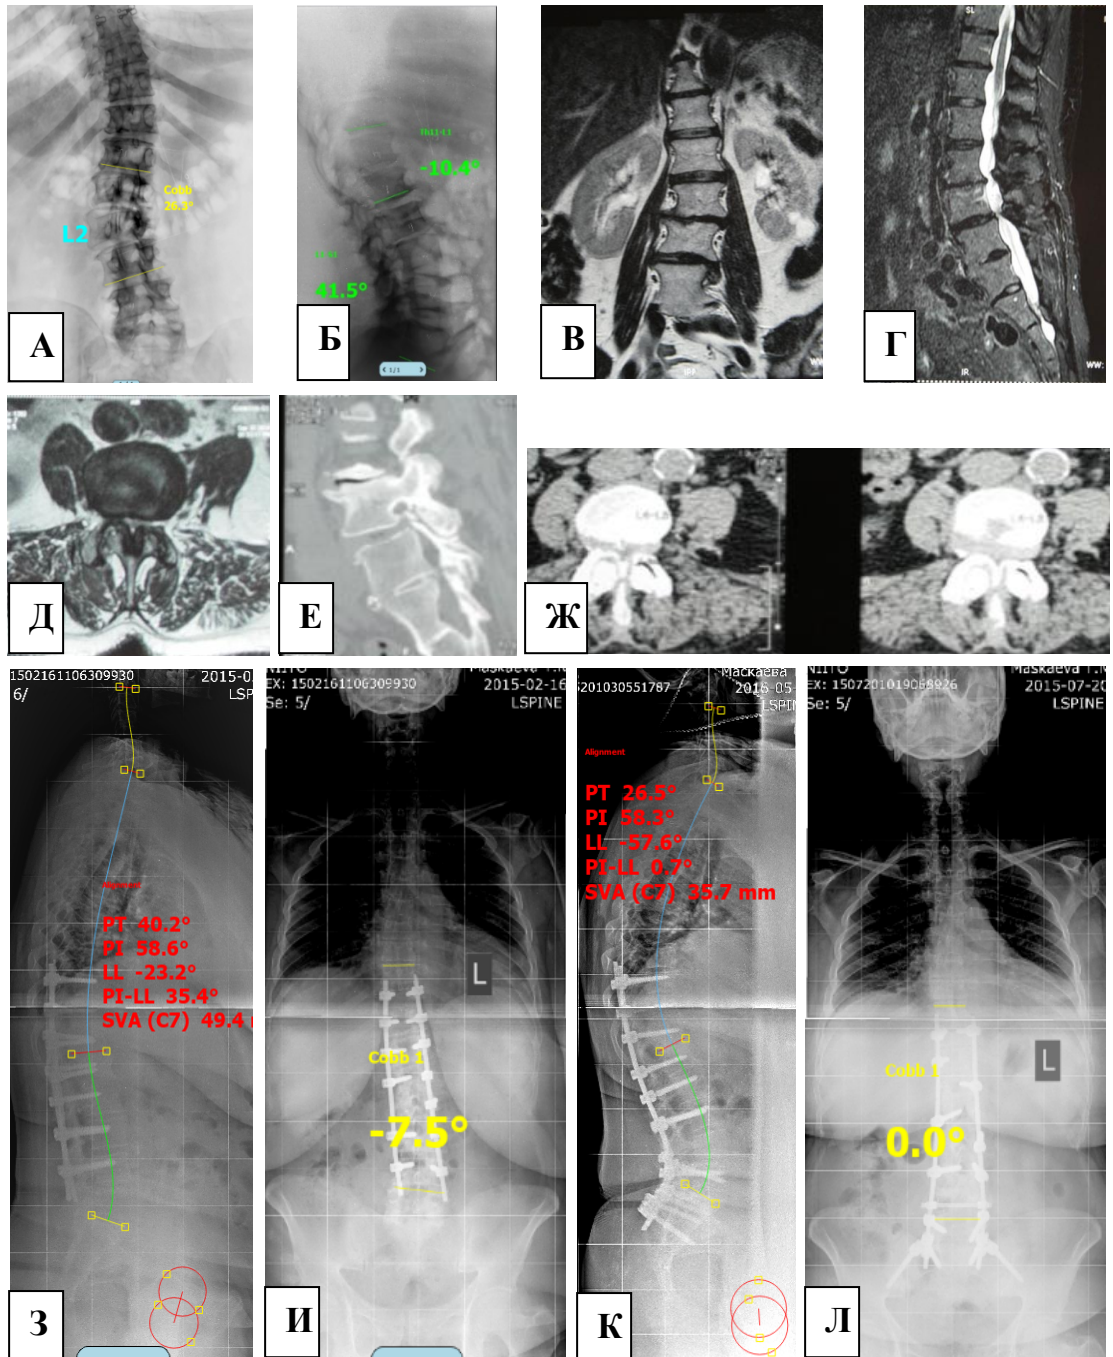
Пациентка М., 57 лет. Исходные рентгенограммы (А,Б), МРТ (В–Д), МСКТ (Е, Ж) поясничного отдела позвоночника; контрольные телерентгенограммы после первичного вмешательства – задней классической декомпрессии, коррекции деформации, фиксации Th10–L4 сегментов позвоночника с формированием поясничного гиполордоза и компенсаторной ретроверзией таза (З, И); телерентгенограммы после ревизионного вмешательства – укорачивающей педикулярной остеотомии L4 позвонка, повторной фиксации Th10–S1 сегментов позвоночника и таза (К, Л) с восстановлением параметров сагиттального баланса
